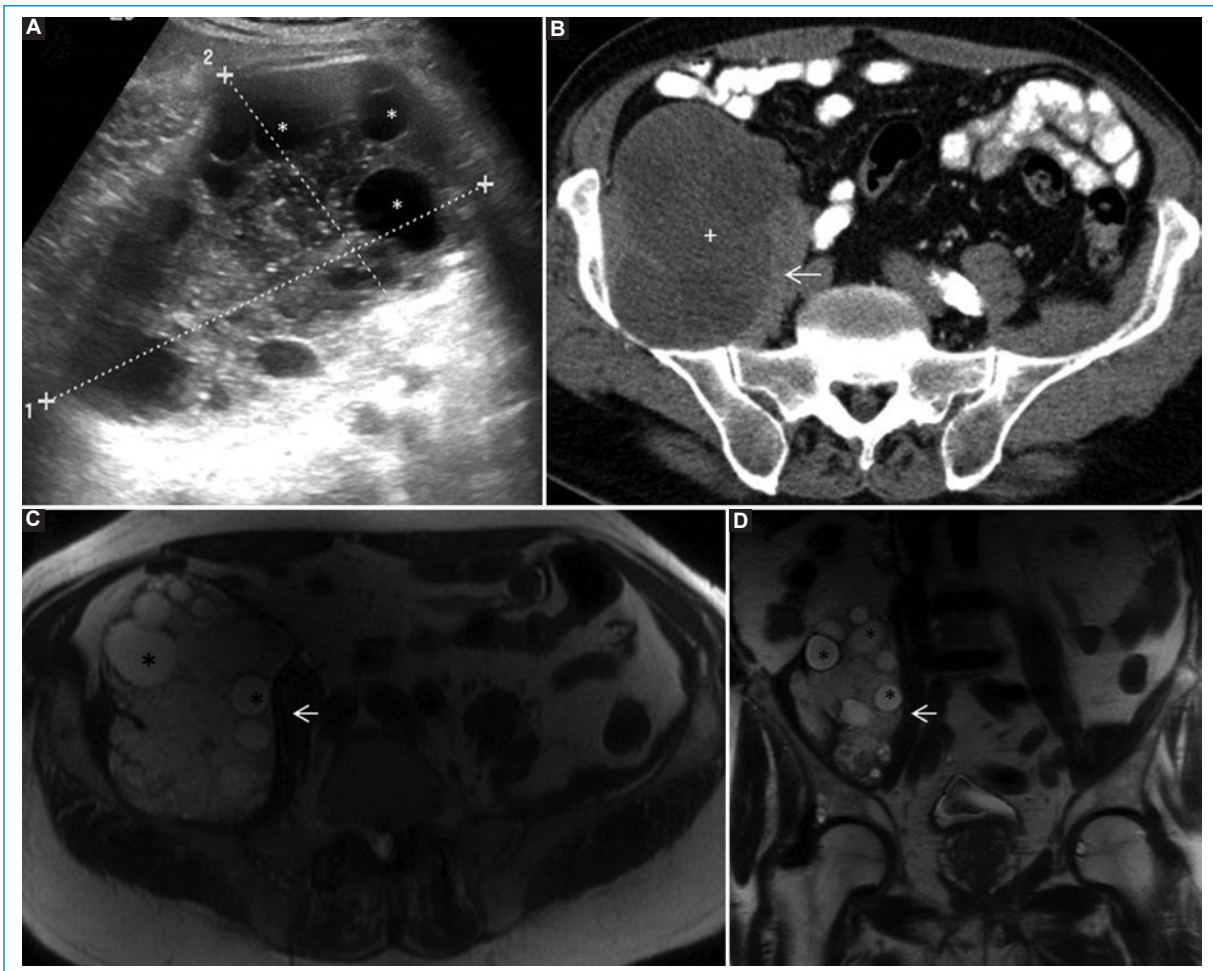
Hidatidosis del psoas. A: la ecografía abdominal muestra una imagen poliquística (asterisco), heterogénea, multiseptada, con calcificaciones puntiformes en su espesor. B: la TC abdominopélvica con contraste muestra una lesión poliquística en el espesor del psoas derecho (flecha) con contenido líquido en su interior, sin captación de contraste. La RM pélvica SSFSE (*single-shot fast spin echo*) muestra una lesión poliquística hiperintensa en axial (C) y coronal T2 (D).
